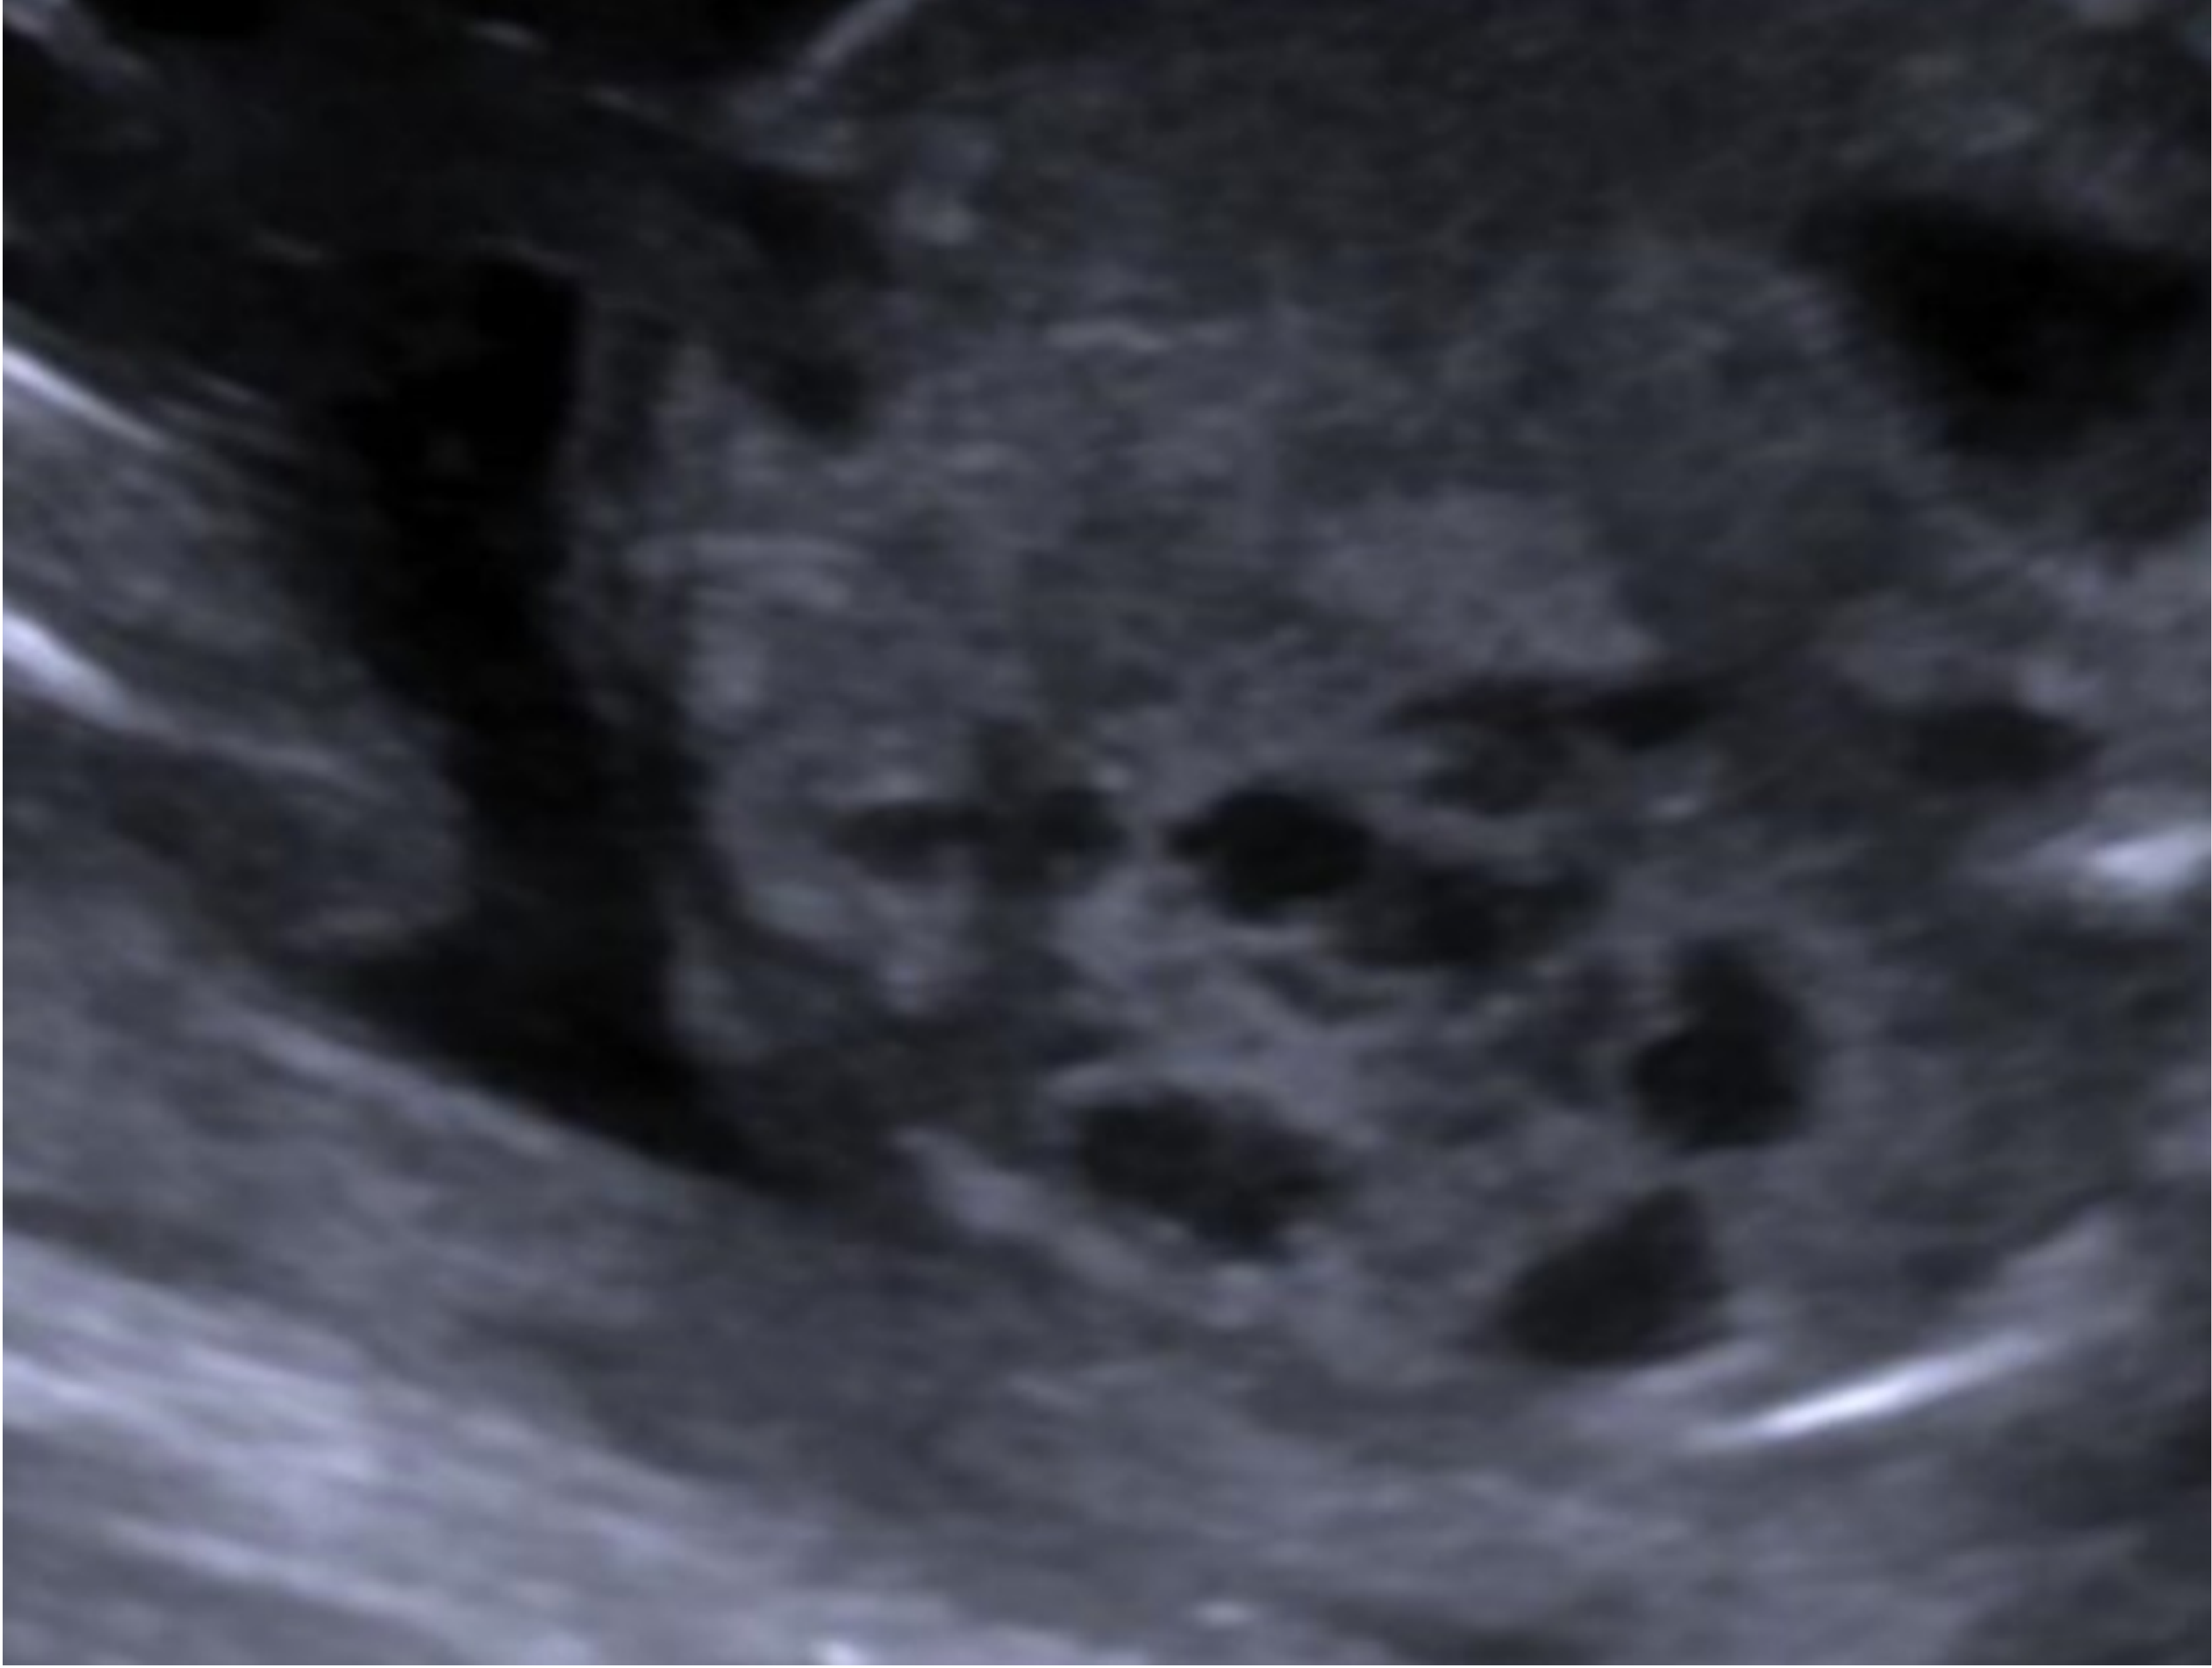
ecografía prenatal en la semana 20. Riñón derecho multiquístico.
